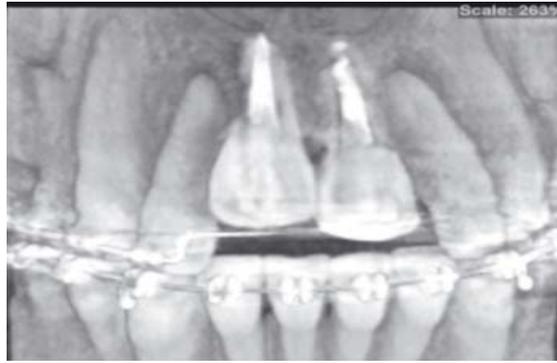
CBCT : reconstruction 3D montrant la 11 et 21 ankylosées en infraclusion sévère chez un patient de 20 ans- Reconstitution 3D avec une coupe coronale (D'après Bousquet et Coll. [4]).
